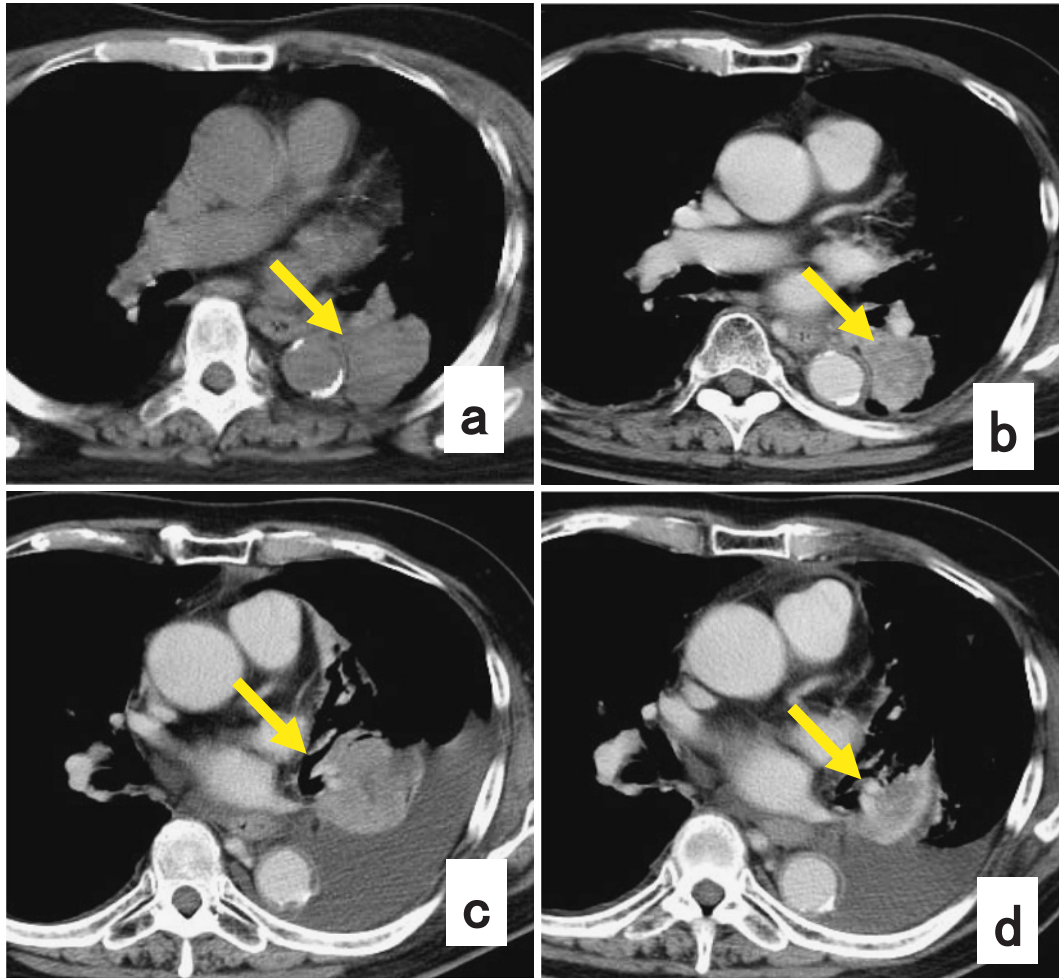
Chest CT shows a primary tumor (arrow) in the left lower lobe before radiotherapy (a). After radiotherapy, the tumor has decreased slightly (b). Chest CT shows regrowth of the tumor and an increase of pleural effusion before gefitinib therapy (c). After gefitinib therapy, the tumor has shrunk and the pleural effusion has decreased (d).
